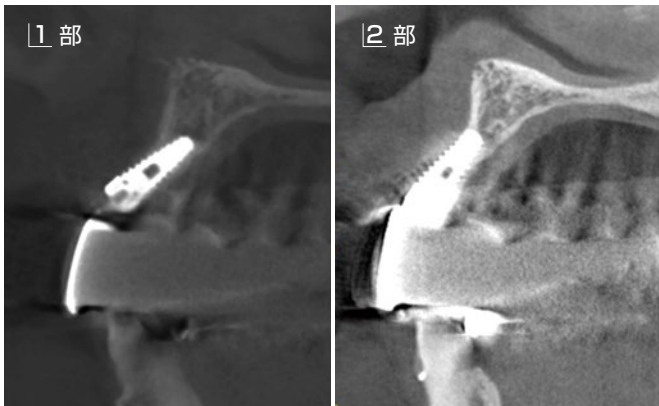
スリーピングした①部インプラントと②部インプラントのCT矢状断像。①部インプラントは唇側傾斜というよりも唇側骨面に埋入しているような状態であった。
